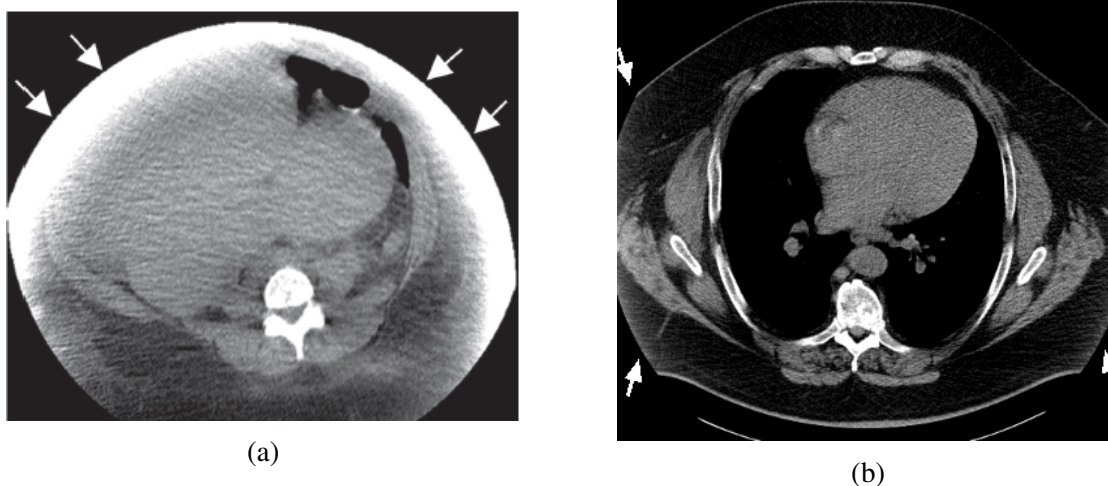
Porovnanie CT obrazov dvoch pacientov z hľadiska šumu na základe stanovenia SNR v ROI umiestnenej v pečeni. CT obraz pacienta 1 (a) obsahuje viac šumu a má päťkrát nižšie SNR ako CT obraz pacienta 2 (b) [IKEM].
